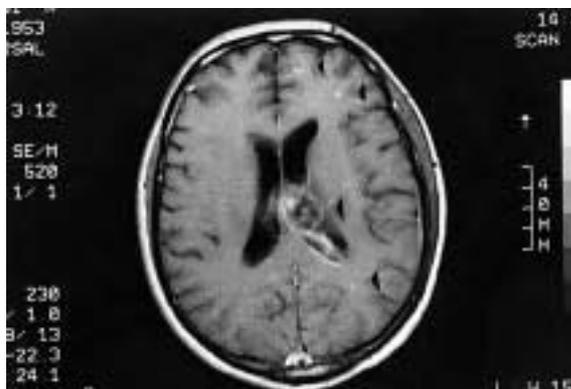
Resonancia magnética nuclear al ingreso. Se observan colecciones infecciosas múltiples a nivel de tálamo izquierdo, pequeños implantes bihemisféricos, con discreta ventriculitis y plexitis izquierda.
